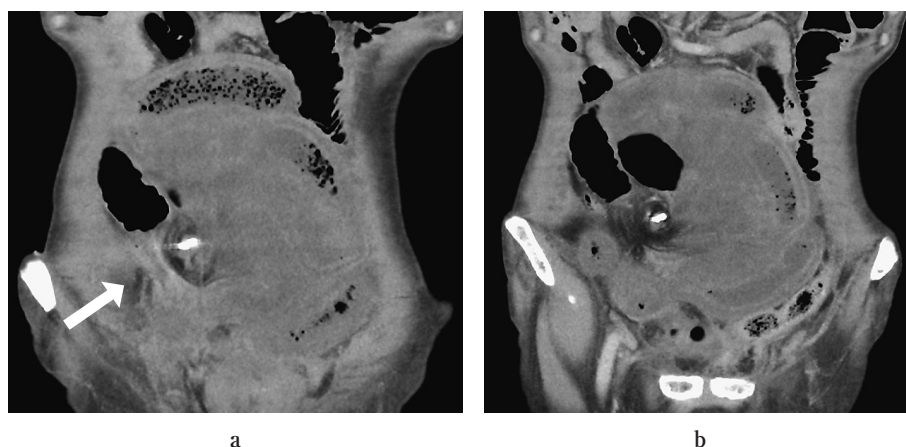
Contrast-enhanced CT (coronal section).
